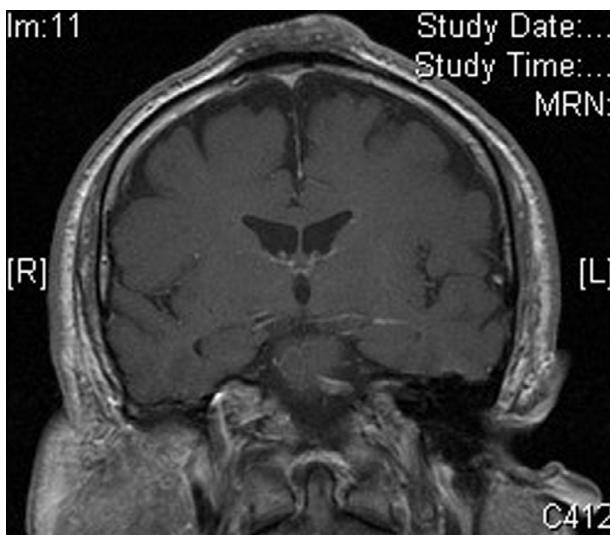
Imagen de resonancia magnética: engrosamiento de partes blandas extracraneales (piel, tejido celular subcutáneo y galea) y de la tabla externa, que muestra hipointensidad.
